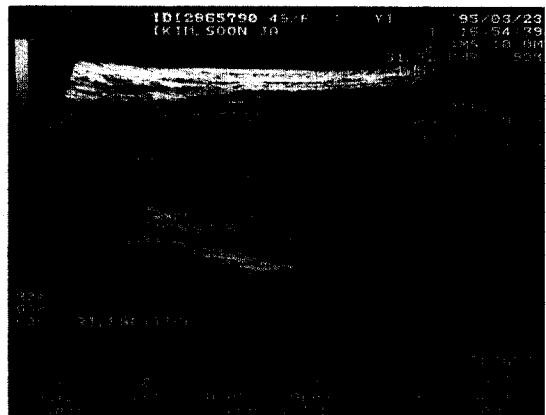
Neck ultrasonography shows hypoechoic mass located in lower portion of right thyroid gland.
